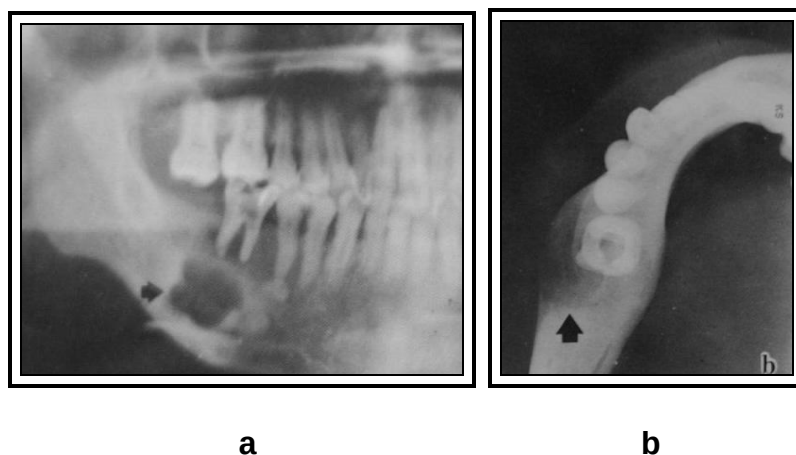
Zona radiolúcida periapical en el primer molar inferior derecho, los límites de la lesión están bien definidos, presentando un aspecto multilocular festoneado (a); Vista oclusal, indicando tabiques internos, expansión buco-lingual de las corticales, dando el aspecto de “balón”, lamina cortical adelgazada (b) (Tomado del Atlas de Diagnóstico de Imágenes Radiográficas de la cavidad bucal. Higashi 1992, pág 60)¹⁸.
